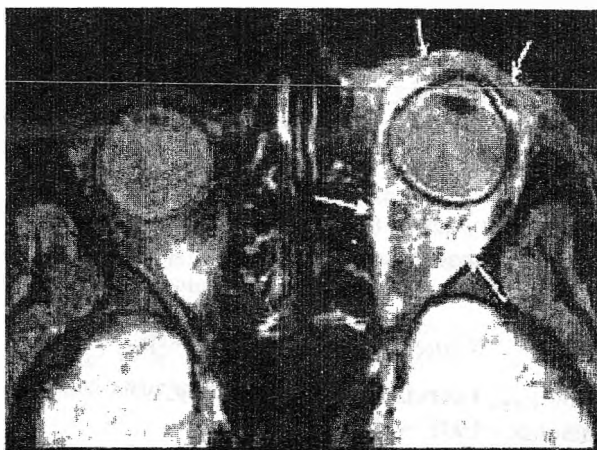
Комп'ютерна томографія знімки ураженої орбітальною целюлітом.
